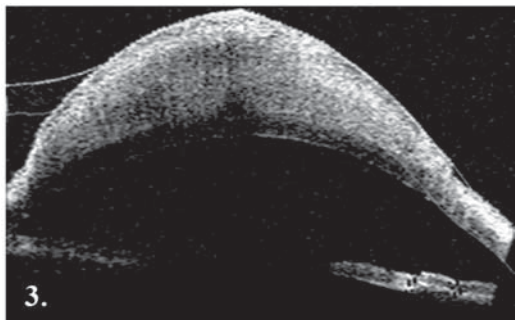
Оптическая когерентная томография переднего отрезка левого глаза. Грибовидное образование, покрывающее всю площадь роговицы, с толщиной в центре до 2.80 мм. Образование плотно прилегает к роговице, структуры роговицы четко различимы, признаков инвазивного роста нет.
